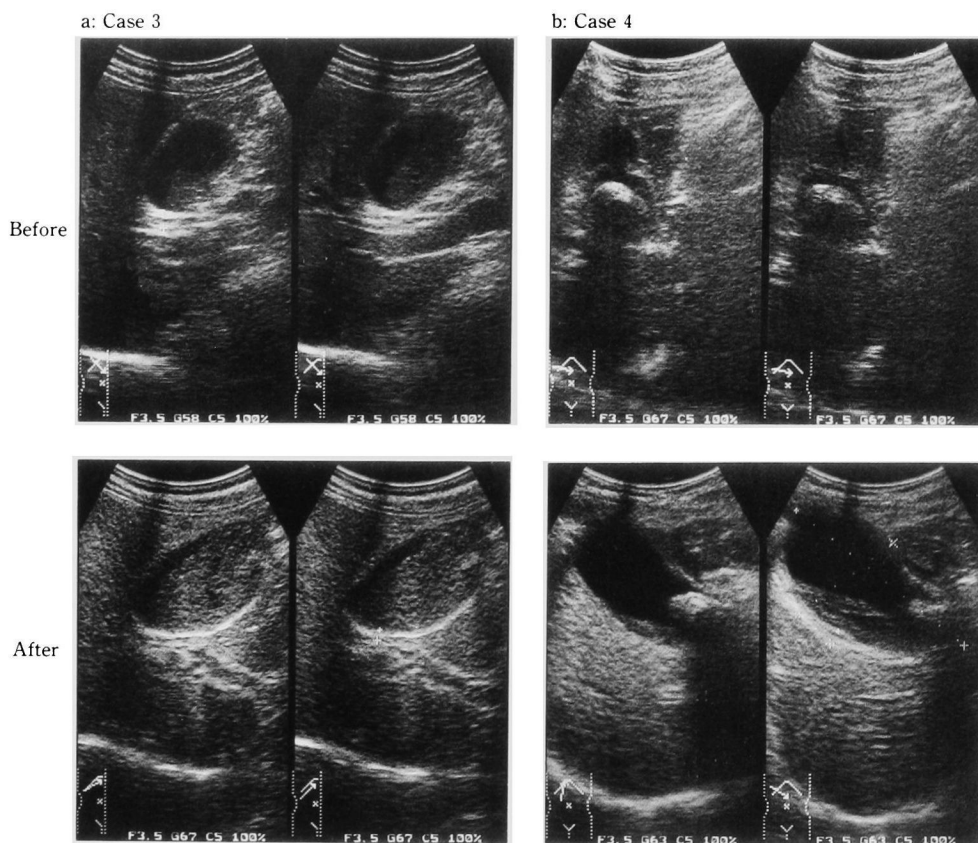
Ultrasonographic change of the gallbladder wall in a patient with acute cholecystitis after ceftuprenam treatment
